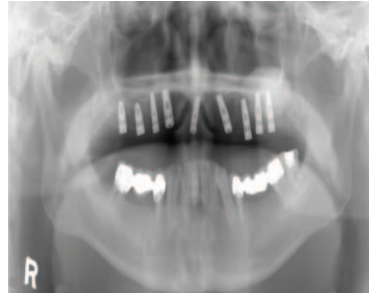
Orthopantomograph After healing abutment
